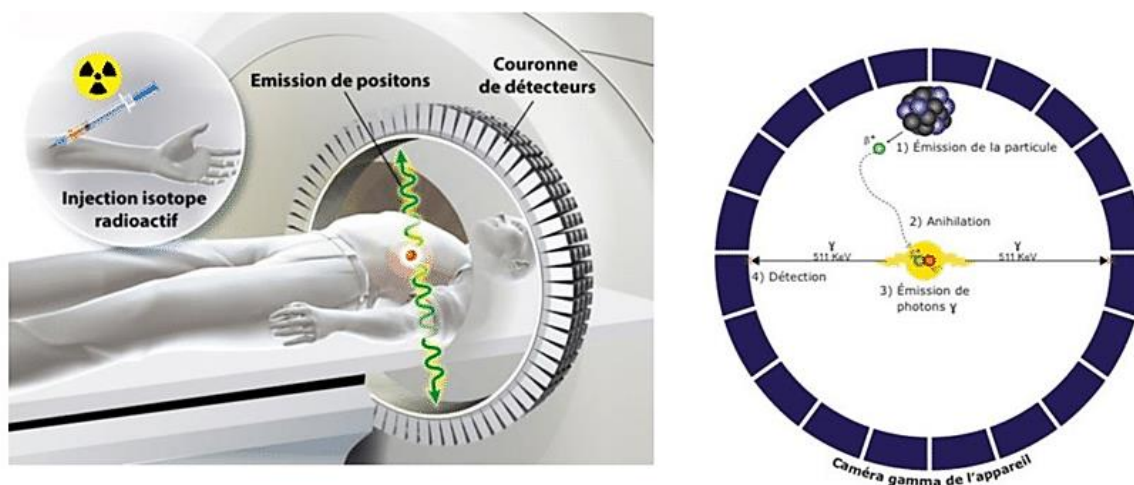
Principe de fonctionnement de la tomographie par émission de positon⁽¹⁵⁾
